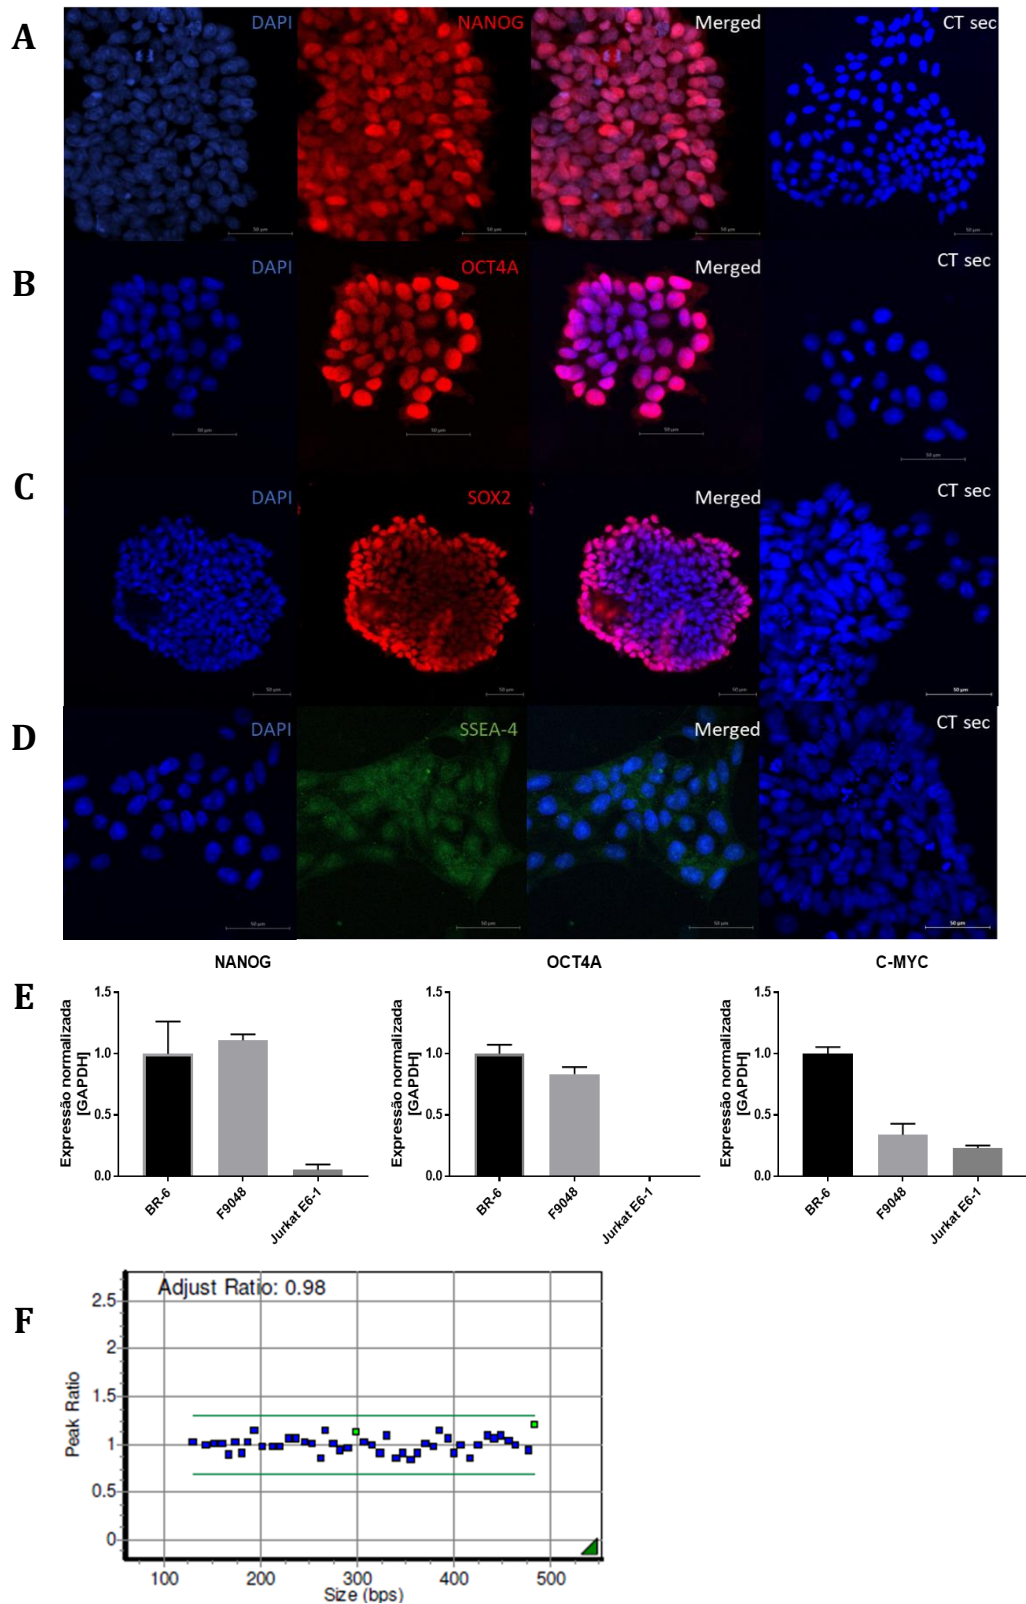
Caracterização da linhagem F9048 por IF, RT-qPCR e MLPA. Marcação por imunofluorescência para os fatores de pluripotência (A) NANOG, (B) OCT4A, (C) SOX2 e (D) SSEA-4. Barra de escala: 50 μ m. CT sec = controle secundário. (E) Perfil de expressão gênica avaliado por RT-qPCR, normalizado para o GAPDH, dos fatores de pluripotência OCT4A, NANOG e C-MYC na linhagem F9048. Linhagem de hESC BR6 e de linfoblasto T imortalizada Jurkat E6 usadas como
